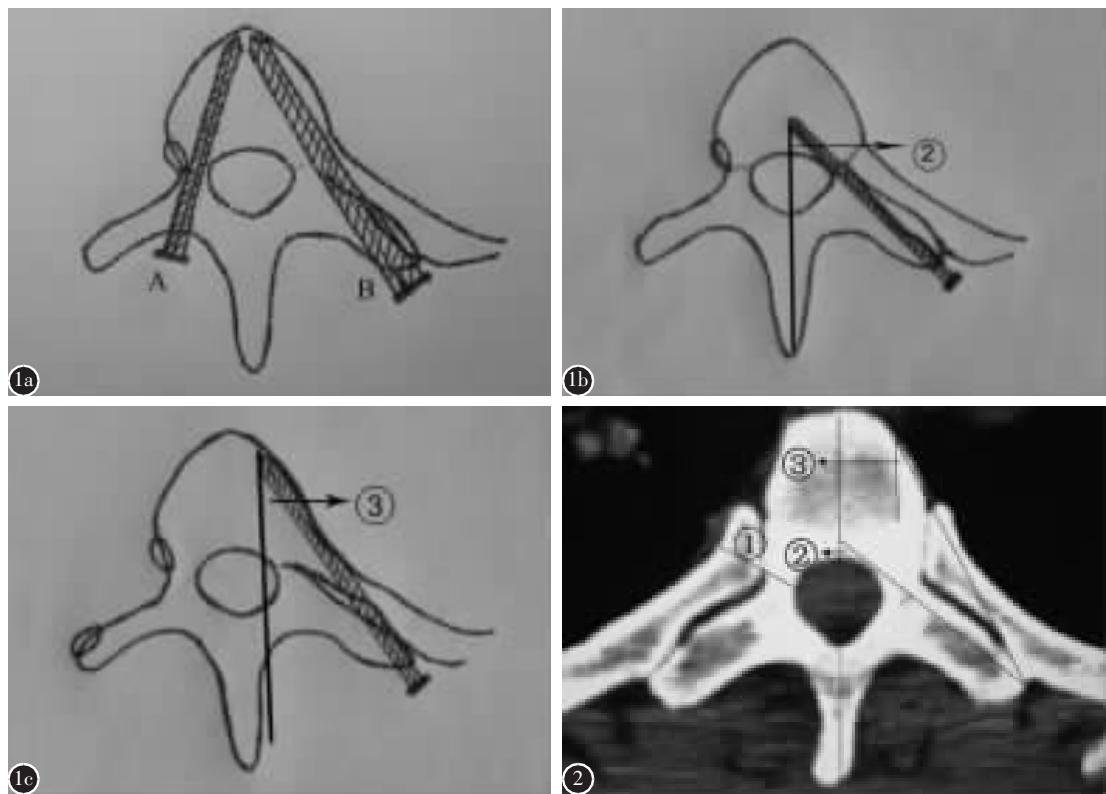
a A 为椎弓根途径钉,B 为椎弓根-肋骨途径钉(此时 B 处于最适内倾角) b 椎弓根-肋骨途径最大内倾角(相当于图 2 中②) c 椎弓根-肋骨途径最小内倾角(相当于图 2 中③) 图 2 在 CT 片上测量:①椎弓根-肋骨横径;②椎弓根-肋骨途径置钉最大角度;③椎弓根-肋骨途径置钉最小角度;
